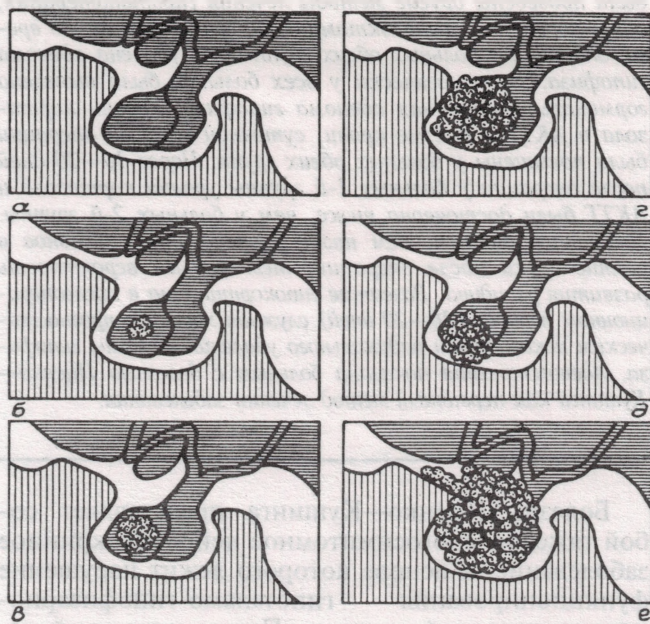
Характер изменений гипофиза по данным КТ у больных до аденомэктомии.
